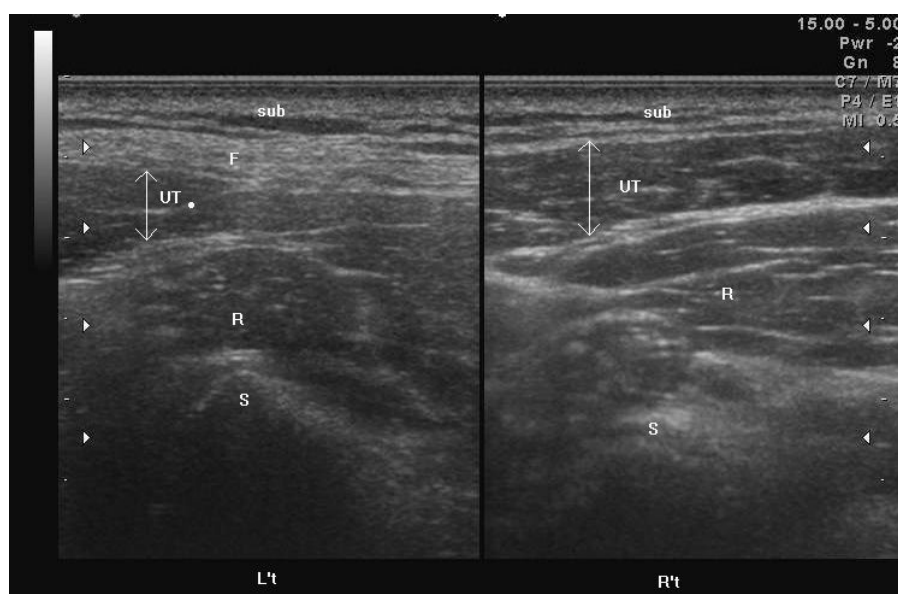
兩側上斜方肌於超音波下之縱切圖：可見左側上斜方肌因部分被脂肪浸潤與右側上斜方肌相較起來有相對的萎縮。超音波探頭為沿上斜方肌縱切(longitudinal view)
